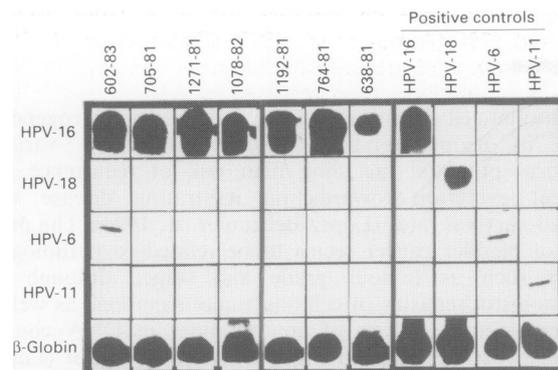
Autoradiographs of positive signals for HPV DNA type 16 and HPV DNA type 6, using PCR analysis.
